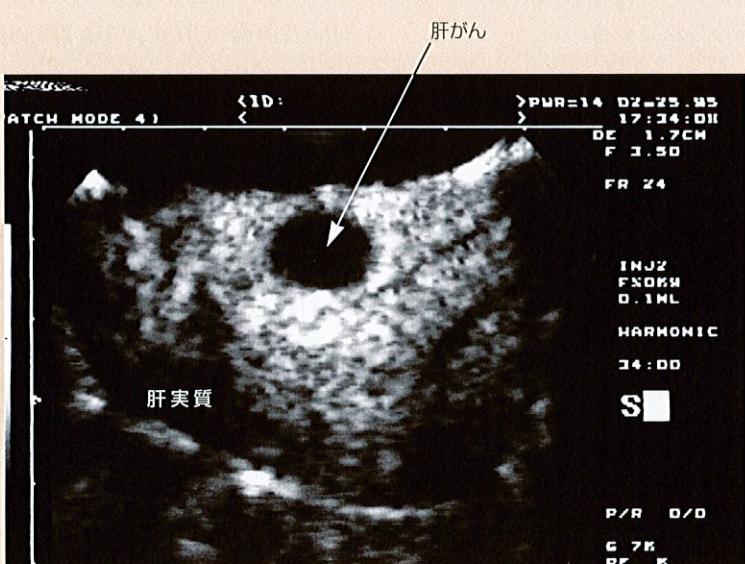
コントラストハーモニックエコー法 微小の気泡を含む超音波造影剤を使って、従来困難であった病変部を画像化する。写真はうさぎの肝がんを表示した例である。
